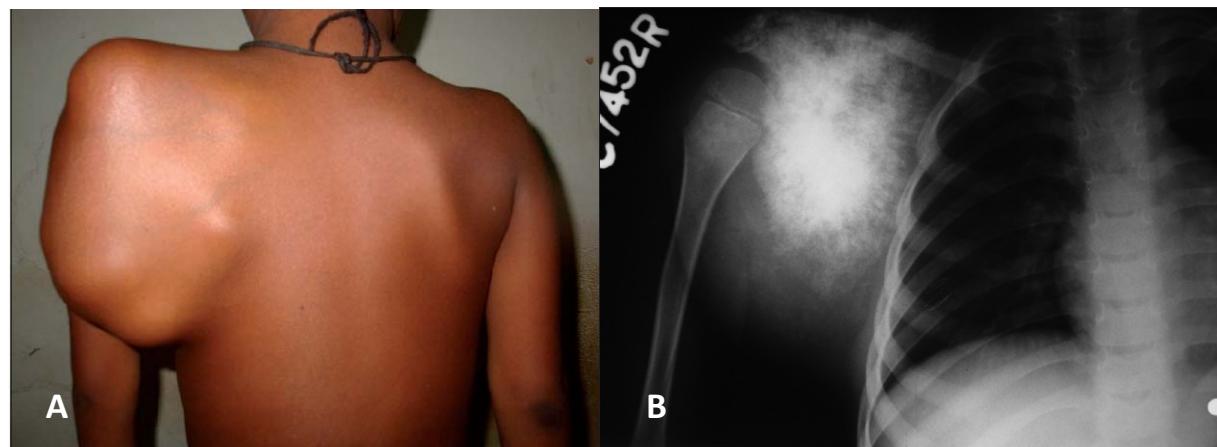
A : syndrome de masse d'un sarcome d'Ewing évolué au niveau de la scapula. B : aspect radiographique de cette même masse.
